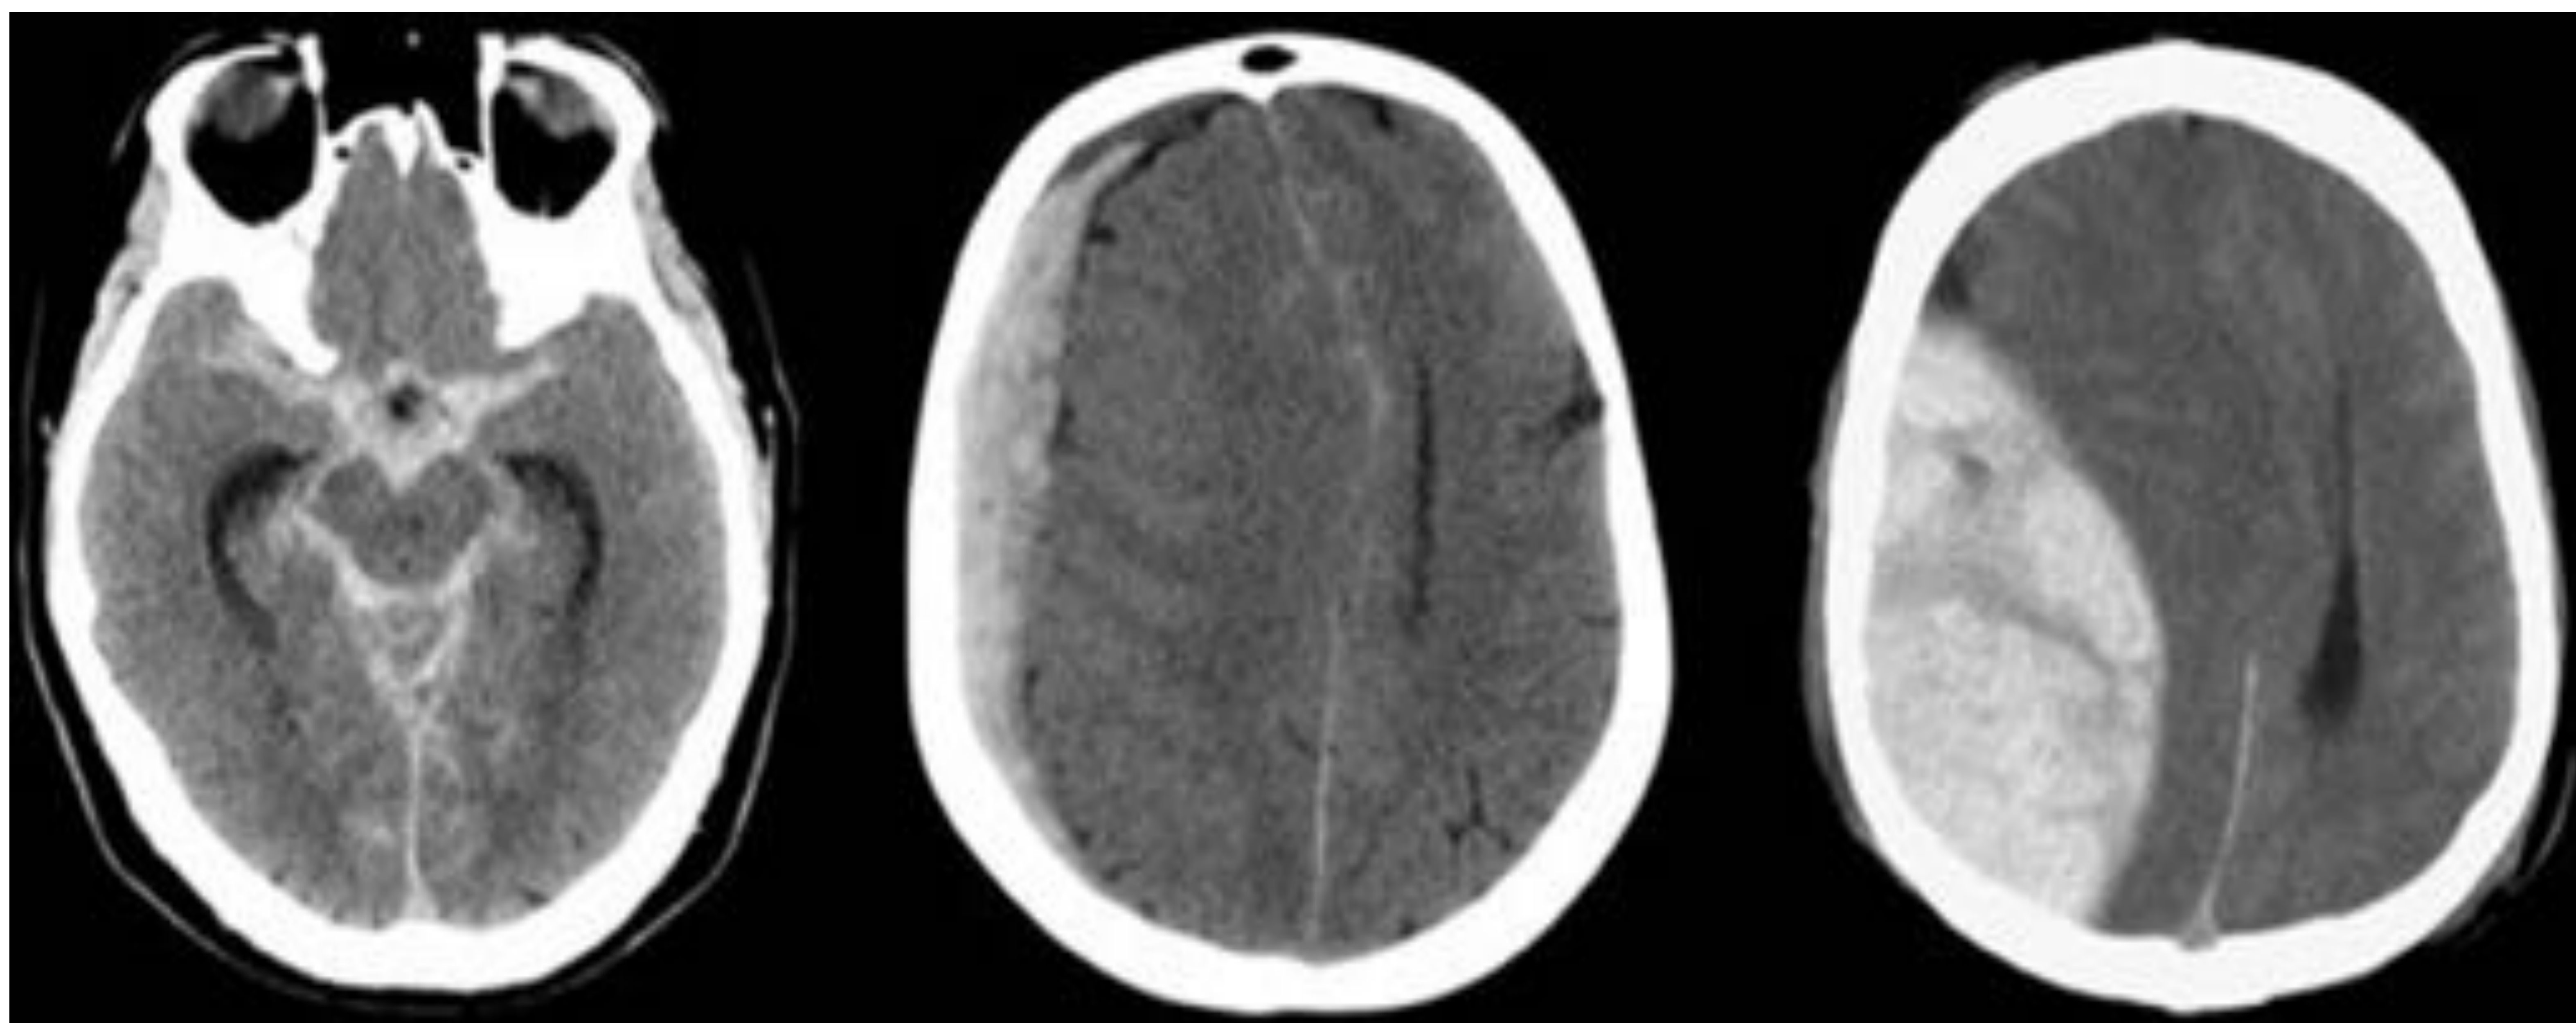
TC craneal sin CIV, cortes axiales. Ejemplos de complicaciones hemorrágicas extraaxiales: hemorragia subaracnoidea (HSA), hematoma subdural (HSD) y hematoma epidural (HED) – de izquierda a derecha-.
